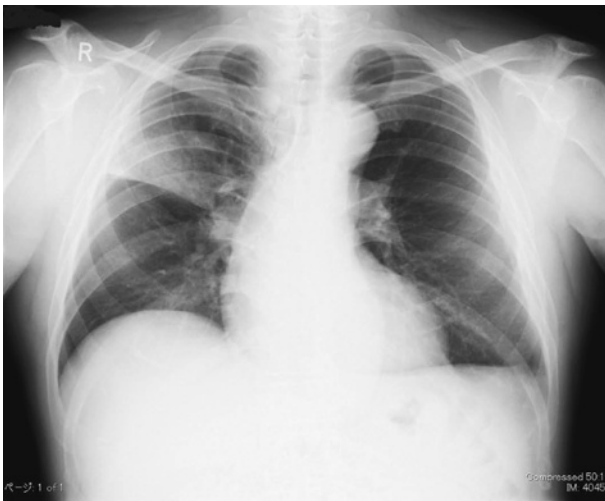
Chest X-ray on the first admission shows an abnormal shadow in the right lung field.
